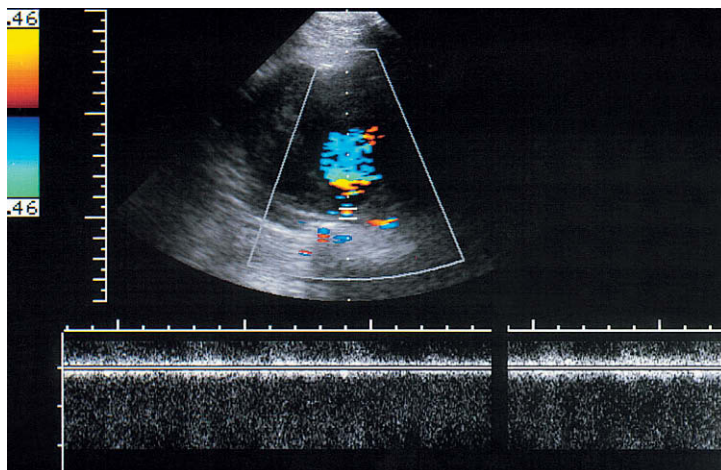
Imagen de Doppler color de una fistula aortocava en un paciente con un aneurisma. La muestra del Doppler espectral se ha situado sobre la fistula y el registro espectral muestra una señal turbulenta que se encuentra con mucho fuera de rango con estos ajustes.
